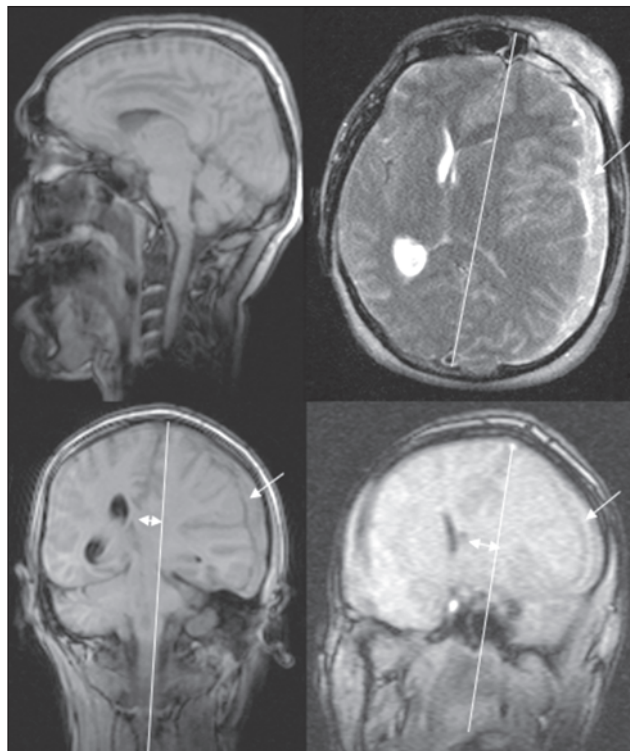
Рівень первинного ушкодження у хворого 1 за даними магнітно-резонансної томографії
